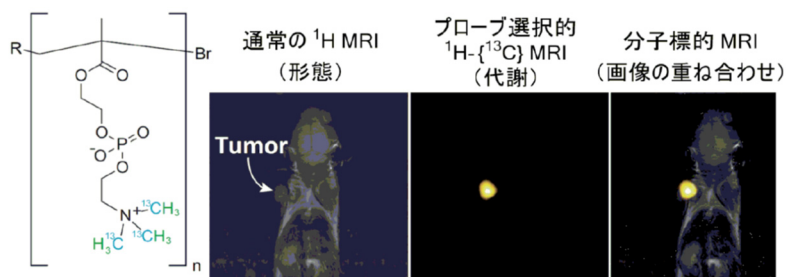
$^{13}\text{C}$ -PMPC プローブを用いる担癌マウスの分子標的 MRI 画像.
